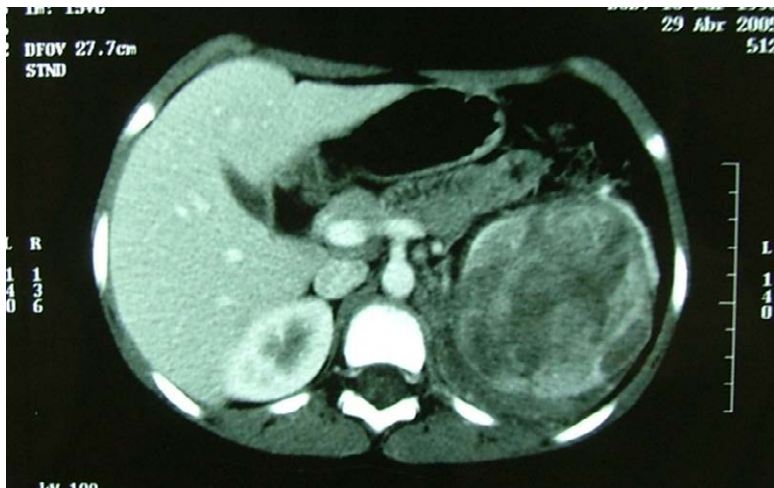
tomografia computadorizada de abdome em criança de 8 anos com carcinoma renal.
